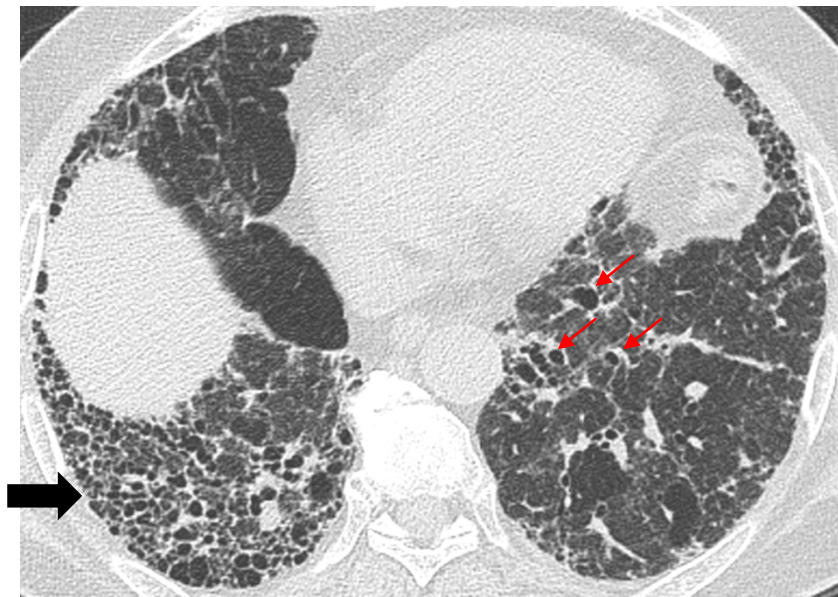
TDM en coupe axiale : Atteinte interstitielle bilatérale au stade de fibrose : Image en rayon de miel (flèche noire) et bronchectasies de traction (flèches rouges).
